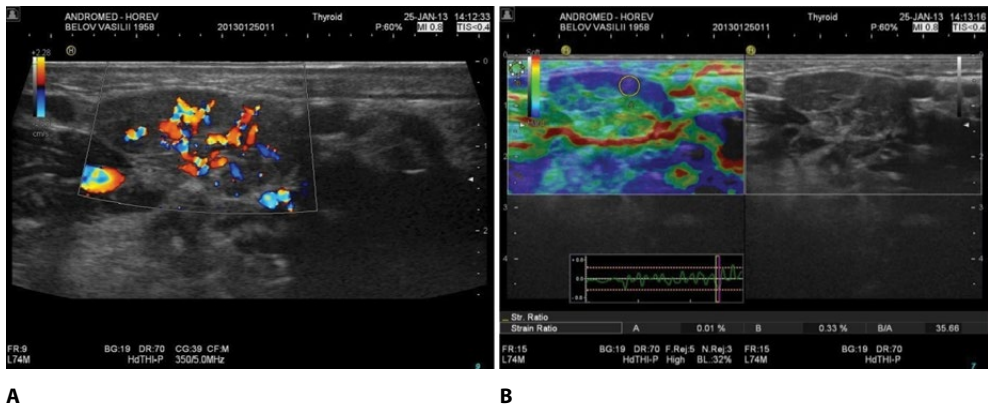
УЗИ лимфатического узла подчелюстной области при раке дна полости рта:
